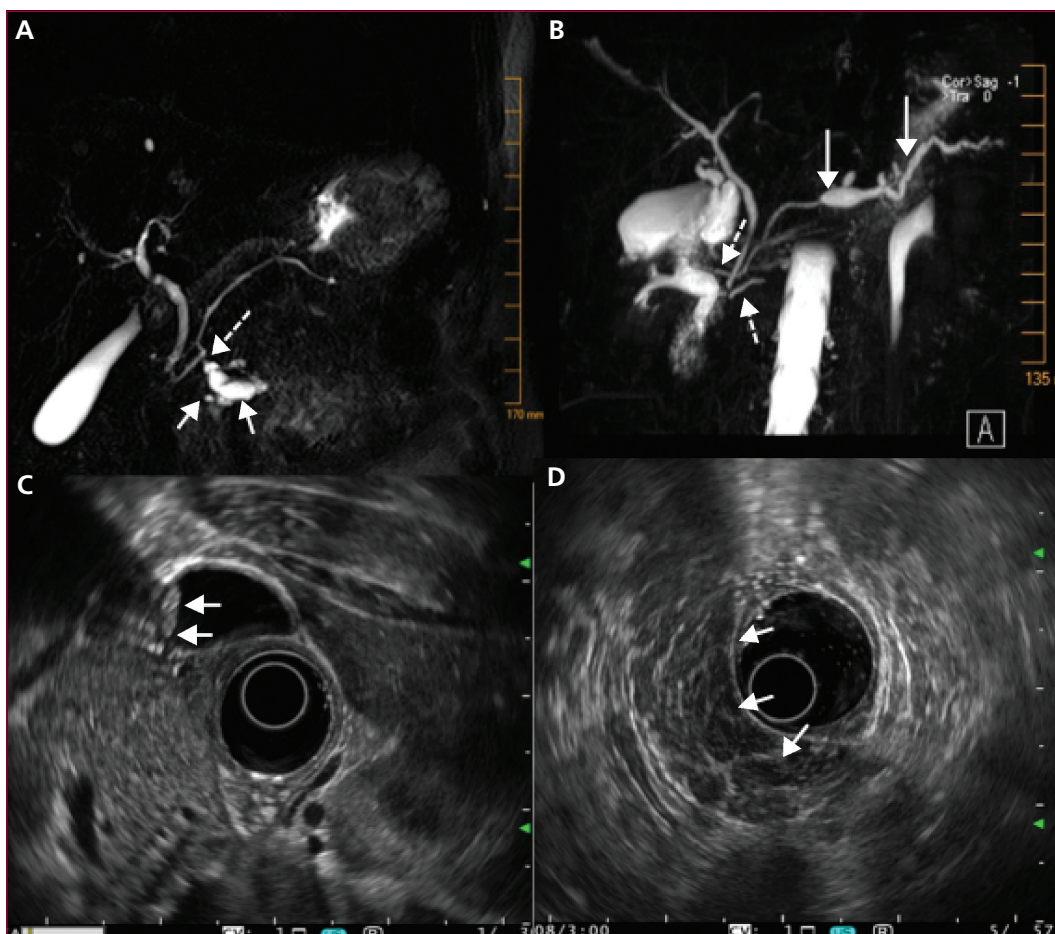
Exemples de l'apport des examens complémentaires dans le diagnostic des pancréatites aiguës non A non B. A) Cholangiopancréatographie IRM révélant une TIPMP des canaux secondaire du petit pancréas (flèches blanches) communiquant par un petit canal accessoire (flèche blanche pointillée) avec le canal de Wirsung qui est normal (les voies biliaires sont normales). B) Cholangiopancréatographie IRM révélant une TIPMP mixte corporeo-caudale atteignant le canal principal et les canaux secondaires (flèches blanches) associée à un pancréas divisum (le canal ventral est de petite taille et le canal dorsal s'abouche au-dessus dans la papille mineure – flèches blanches pointillées). C) Échoendoscopie révélant une minilithiase vésiculaire sous forme de deux calculs de 3 mm de diamètre (deux flèches blanches). D) Échoendoscopie révélant une pancréatite chronique non calcifiée avec un pancréas céphalique hétérogène avec des plages hypoéchogènes diffuses délimitées par des travées hyperéchogènes (flèches blanches).
